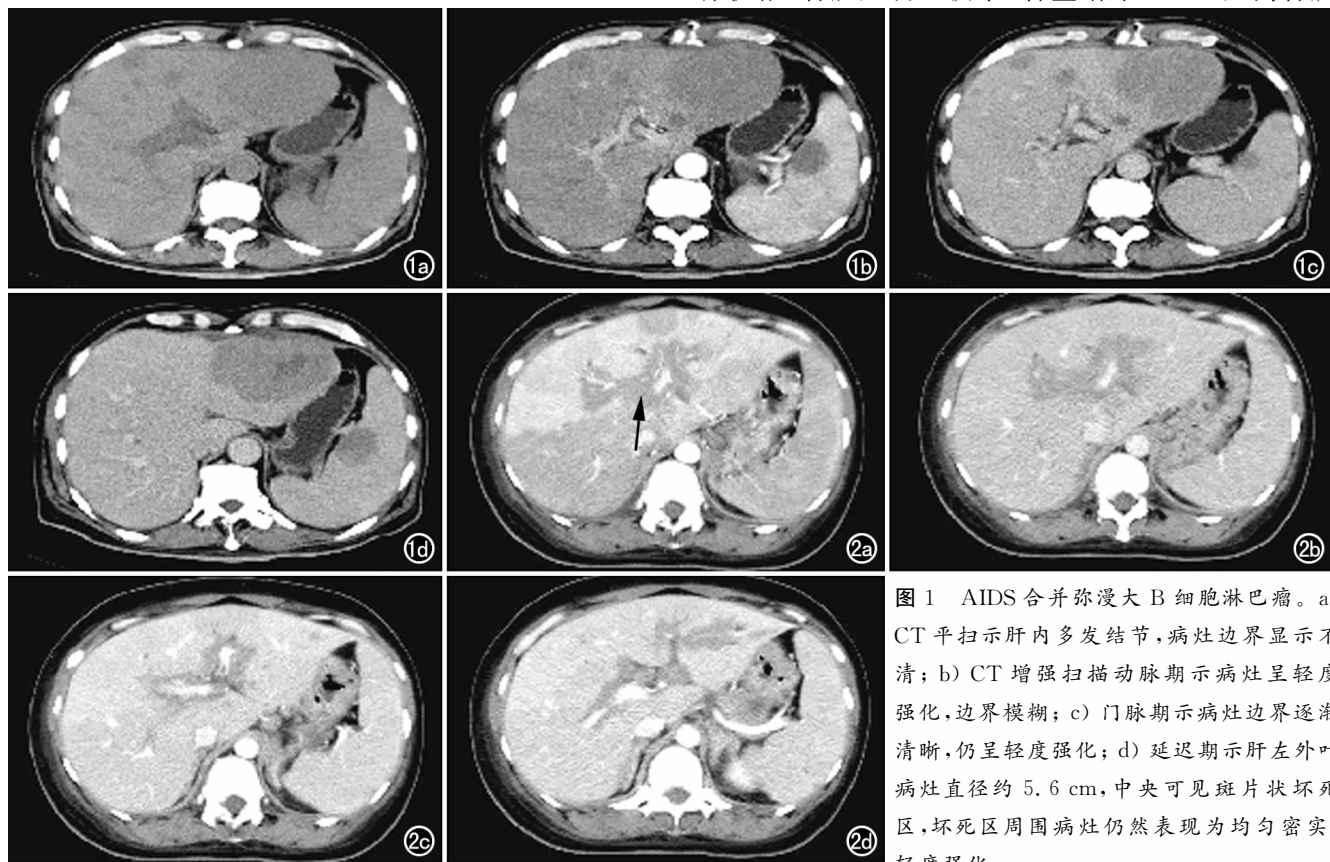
AIDS 合并弥漫大 B 细胞淋巴瘤。a) CT 平扫示肝内多发结节,病灶边界显示不清; b) CT 增强扫描动脉期示病灶呈轻度强化,边界模糊; c) 门脉期示病灶边界逐渐清晰,仍呈轻度强化; d) 延迟期示肝左外叶病灶直径约 5.6 cm,中央可见斑片状坏死区,坏死区周围病灶仍然表现为均匀密实、轻度强化。
